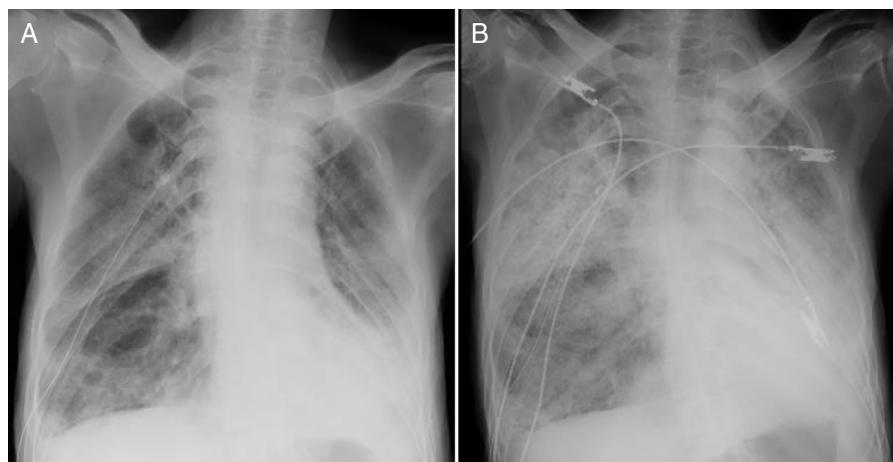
Imágenes de radiografías de tórax del caso 1, antes (A) e inmediatamente después (B) de la pleurodesis.
